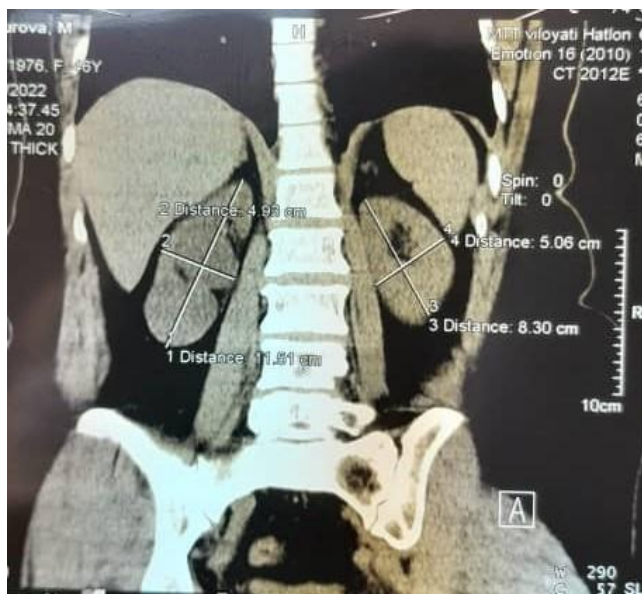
СКТ. Картина уретеролитиаза справа
